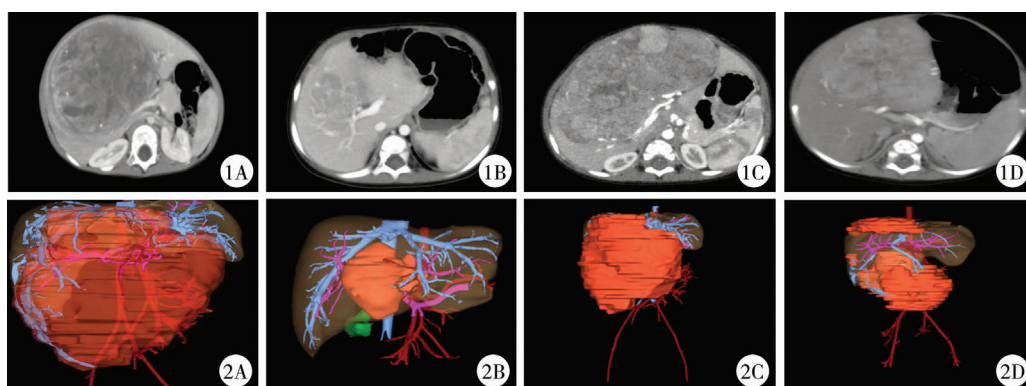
4例肝脏肿瘤患儿肝脏CT图 注 A:病例1; B:病例2; C:病例3; D:病例4 图2 海信计算机辅助系统三维成像软件显示4例肝脏肿瘤患儿肝脏的三维成像图 注 A:病例1; B:病例2; C:病例3; D:病例4
